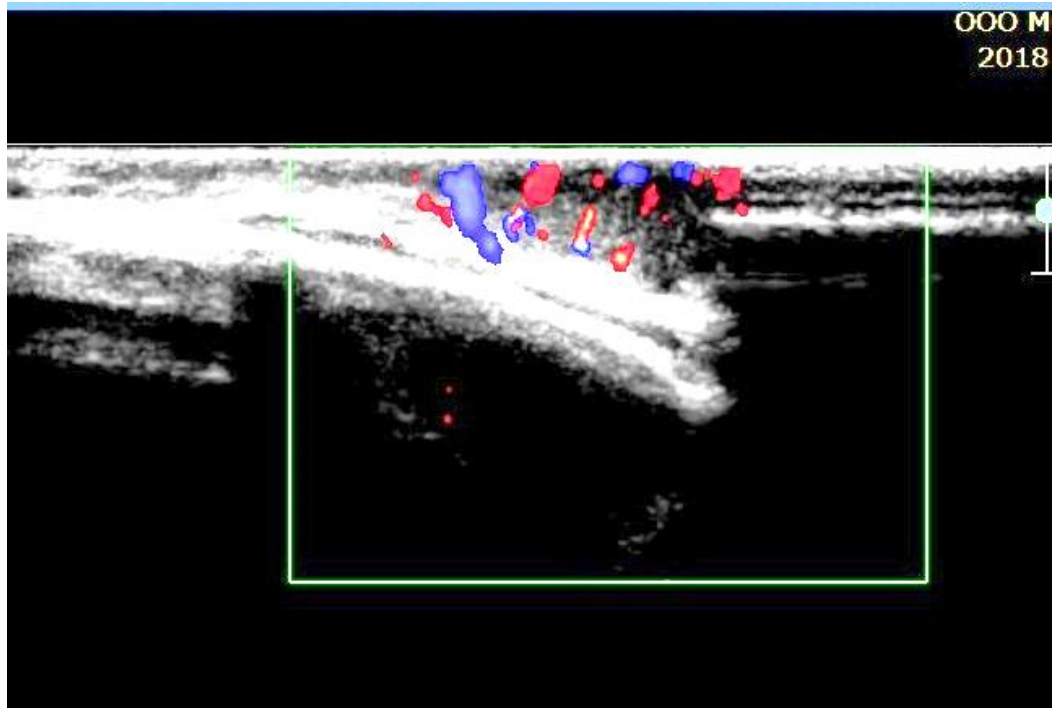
УЗИ Ребенка В. через 5 мес. после лечения: единичные сигналы кровотока
